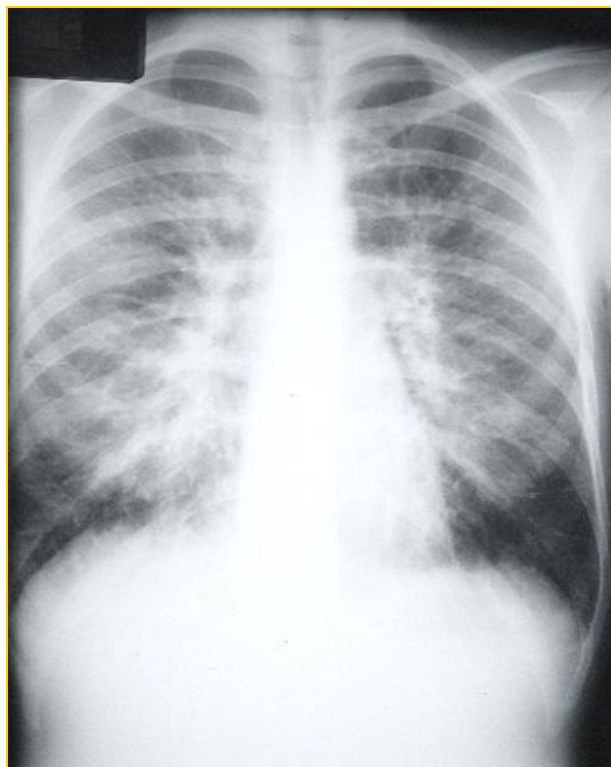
Radiografia de tórax do primeiro caso confirmado da síndrome pulmonar por hantavírus no Brasil, mostrando o infiltrado bilateral. Fonte: Lemos & Silva, 2004.
